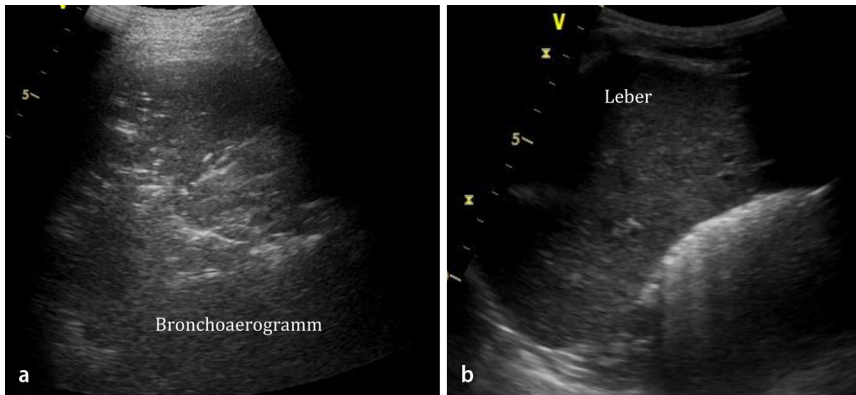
▲ Lungensonographie der rechten Lunge, Befunde zu Fall 3. a B-Mode, Unterfeld, mittlere Axillarlinie, b Vergleich mit rechtem Unterfeld und Darstellung der Leber
